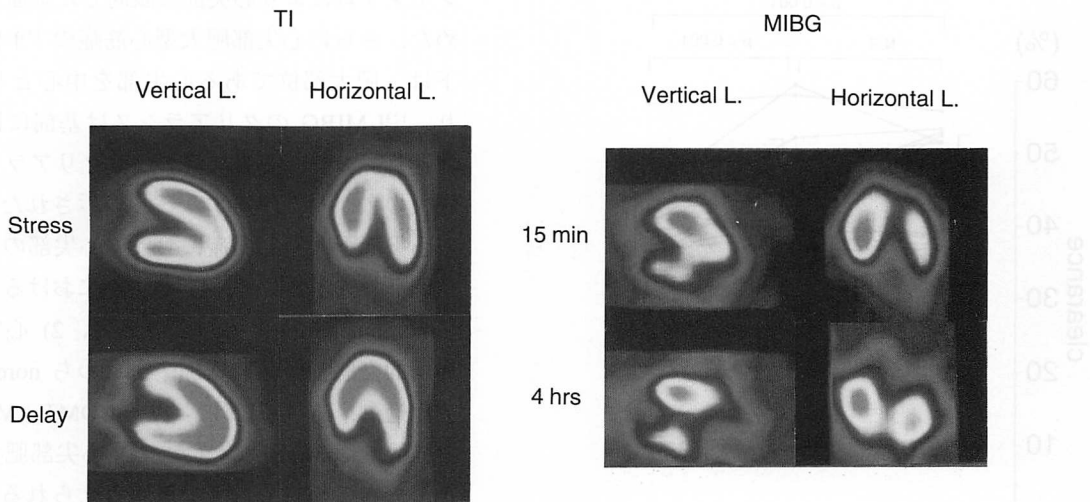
Exercise ^{201}Tl myocardial SPECT scan (left) and ^{123}I -MIBG myocardial SPECT scan (right) of a 65-year-old woman with apical hypertrophic cardiomyopathy
